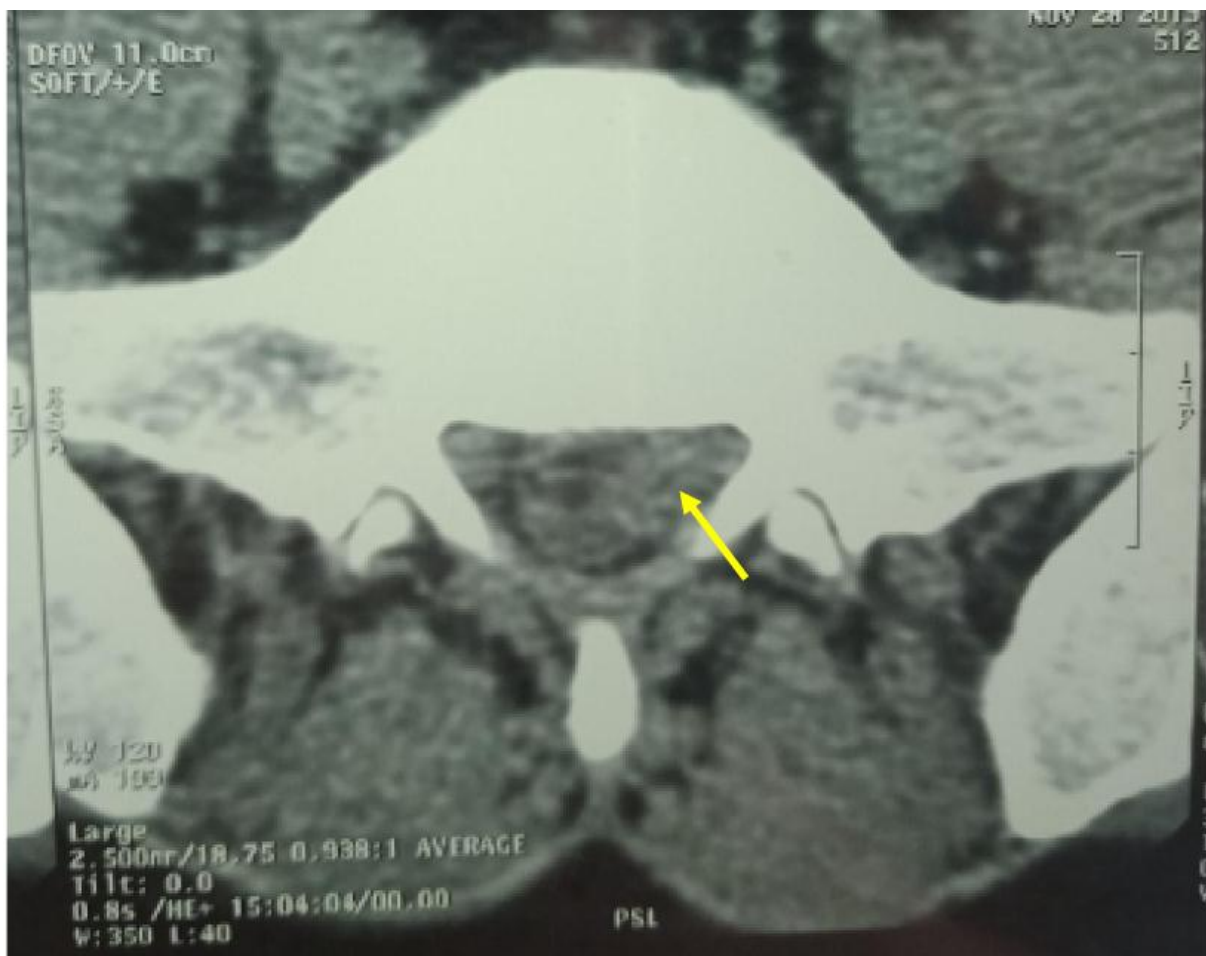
TDM LOMBAIRE en coupe axiale montrant une volumineuse hernie discale paramédiane gauche L5-S1 [Iconographie du service de radiologie HMMI MEKNES]
